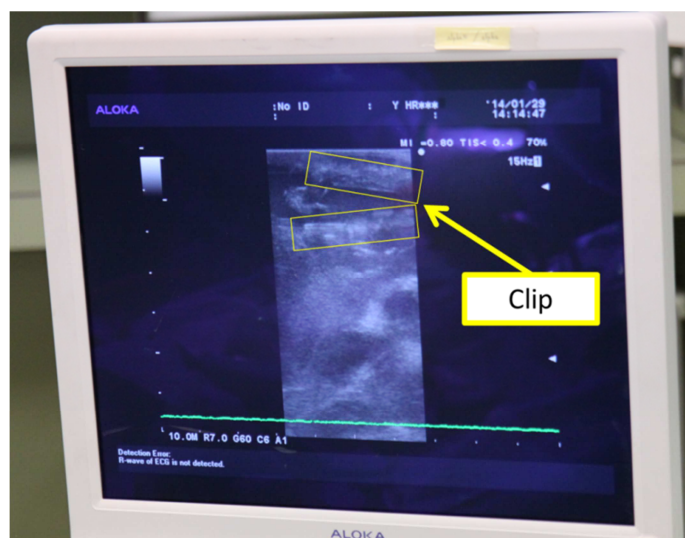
Picture of Ultrasonograph
